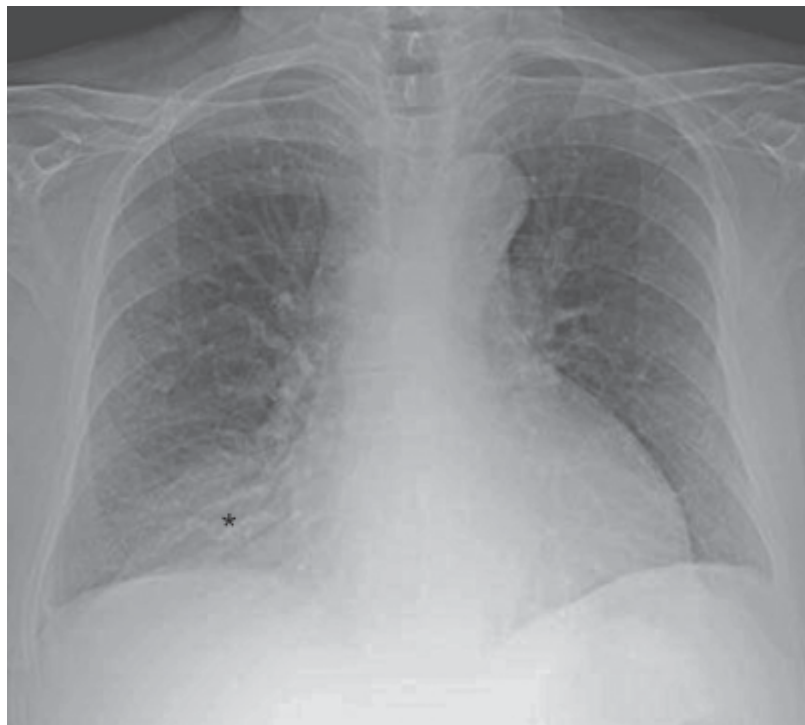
Hérnia de Morgagni. Radiografia do tórax na projeção posteroanterior em paciente com hérnia de Morgagni. Observa-se opacidade arredondada em situação paracardiaca à direita (*asterisco*).
